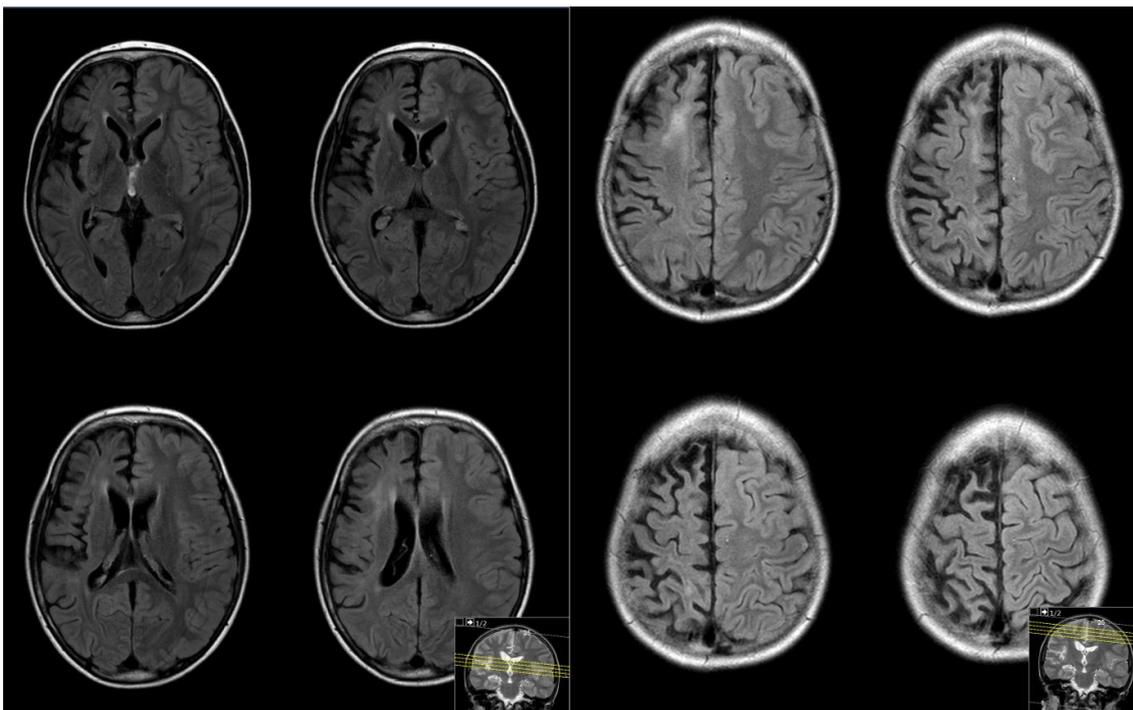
15/05/2013 | RM-CE, ponderação T2, sequência FLAIR, cortes transversais. Comparativamente ao anterior estudo de RM crânio-encefálica (Figuras x e y [B]), observa-se aumento dos espaços de líquido hemisféricos direitos, particularmente dos sulcos corticais da alta convexidade frontal e parietal e da vala sylvica, com ectasia passiva do ventrículo lateral ipsilateral, aspetos que traduzem agravamento da hemiatrofia cortico-subcortical previamente identificada.
